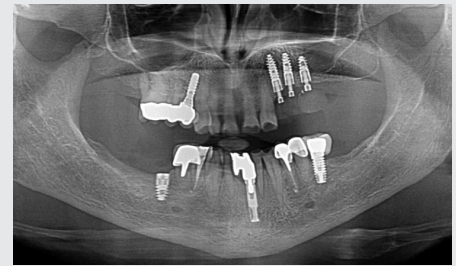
Radiografía panorámica (OPG) después de la colocación del implante
